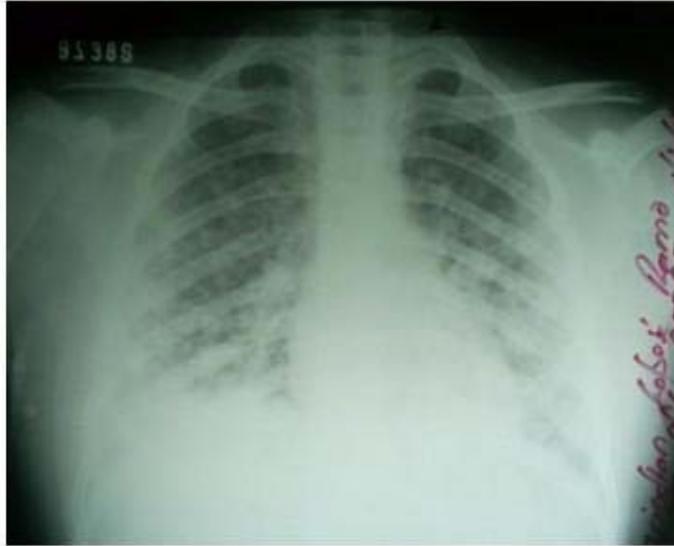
Radiografía donde se observan lesiones bronconeumónicas finas muy diseminadas en ambos campos pulmonares y ligero edema pulmonar.
